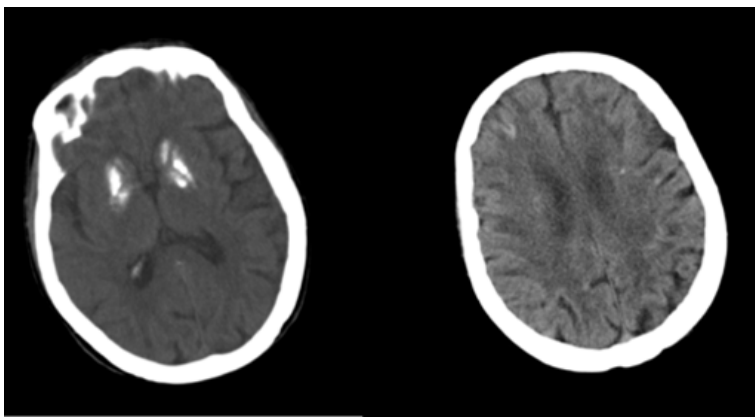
Enfermedad de Fahr. Paciente con clínica de deterioro cognitivo y motor, con niveles séricos normales de calcio, fósforo y fosfatasa alcalina. Sin otras patologías conocidas. En TC simple, se observan calcificaciones bilaterales y simétricas de ganglios basales, y en sustancia blanca subcortical fronto-parietal.
